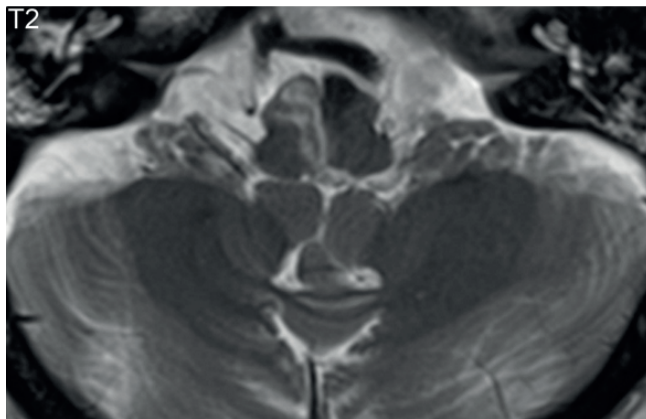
Imagem de RM axial do bulbo ponderada em T2 evidenciando infarto bulbar medial a direita (radiopaedia.org/articles/brainstem-stroke-syndromes).
